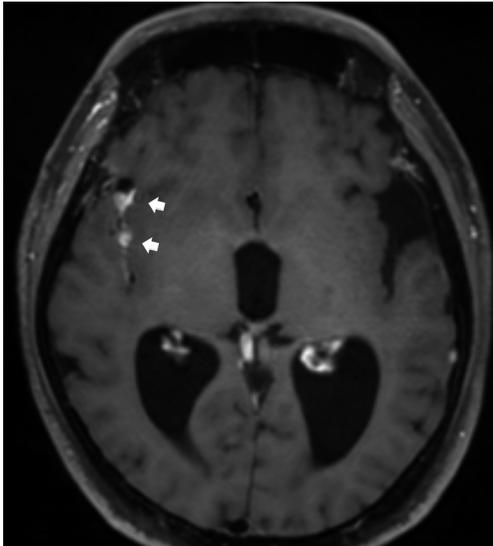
入院時の造影頭部 MRI 画像 (T1 強調画像) 右シルビウス裂などに脳表に沿った造影効果を認める (白矢印)。
